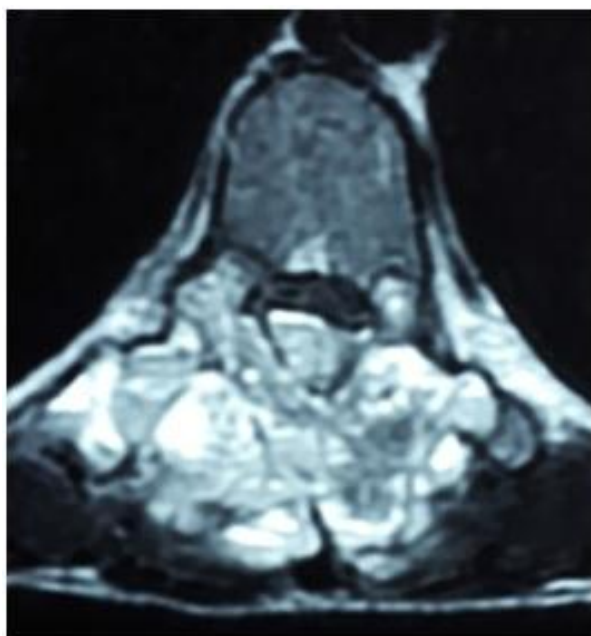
IRM T2 en coupe axiale
